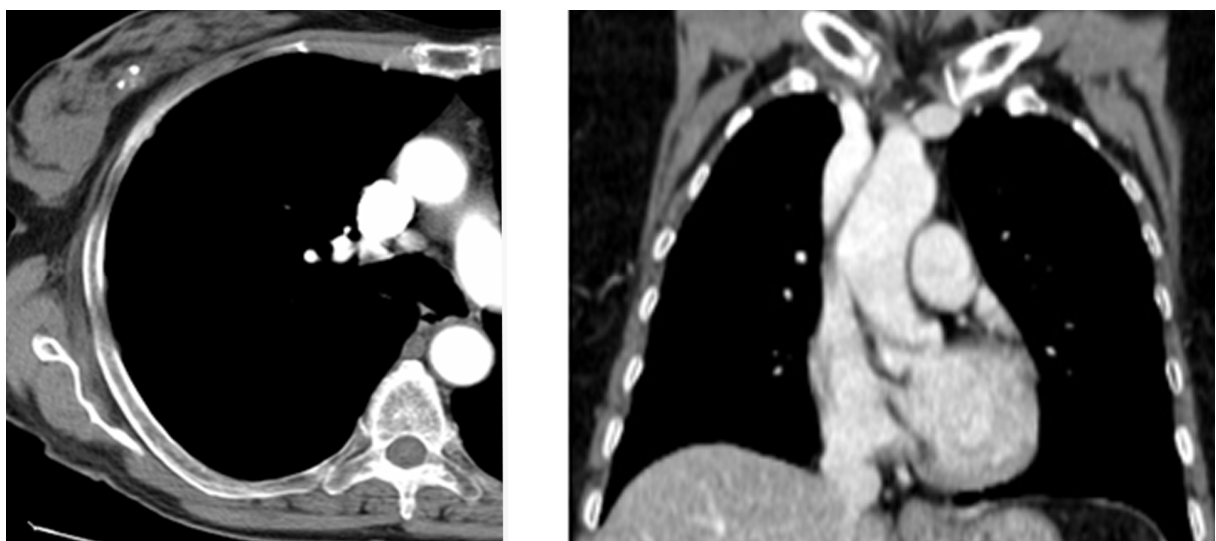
TC axial y coronal. Ventana de mediastino.
